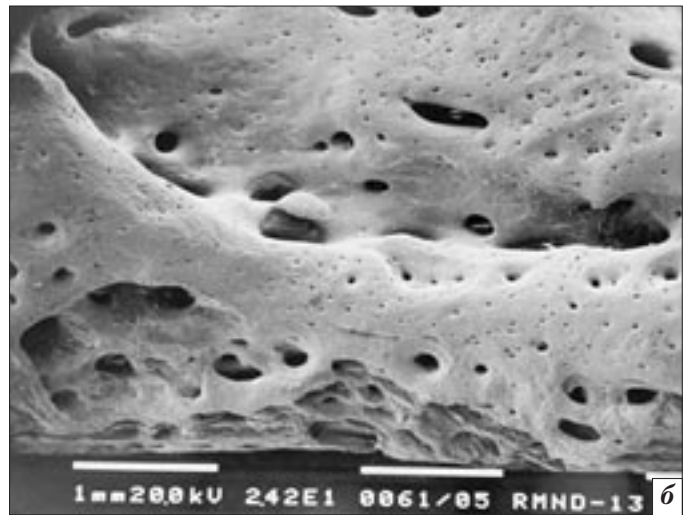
Полное восстановление костной ткани в проекции костного дефекта, III группа, 120 суток: а) цифровая микрофокусная рентгенограмма с 5-кратным увеличением изображения; б) СЭМ, ув. X 23,2.
